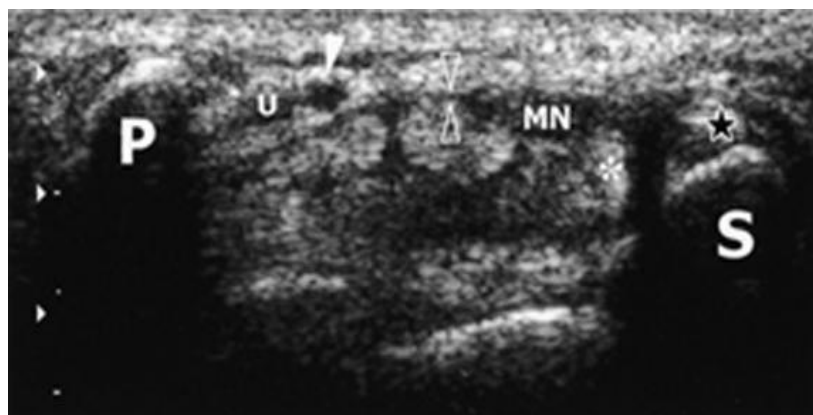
Ultrasonografia STC: secțiune transversală a nervului median (MN), edem al n. median prin compresia de către ligamentul transversal.
